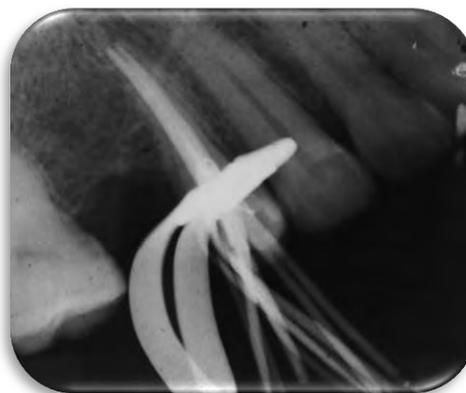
La radiografía de obturación; utilizando técnica lateral
